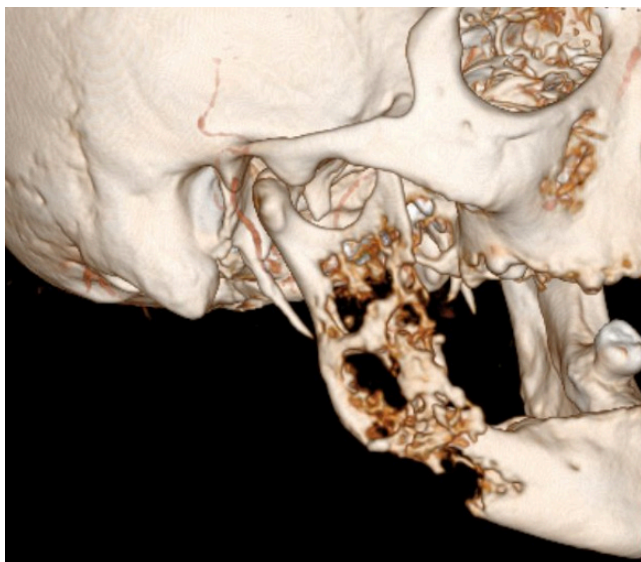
Reconstrucción en 3D de TAC facial, donde se observa la extensa destrucción ósea de hemimandíbula derecha, que afecta cuerpo y rama mandibular, a expensas de un patrón permeativo con marcada osteólisis y acortamiento respecto a hemimandíbula contralateral.
